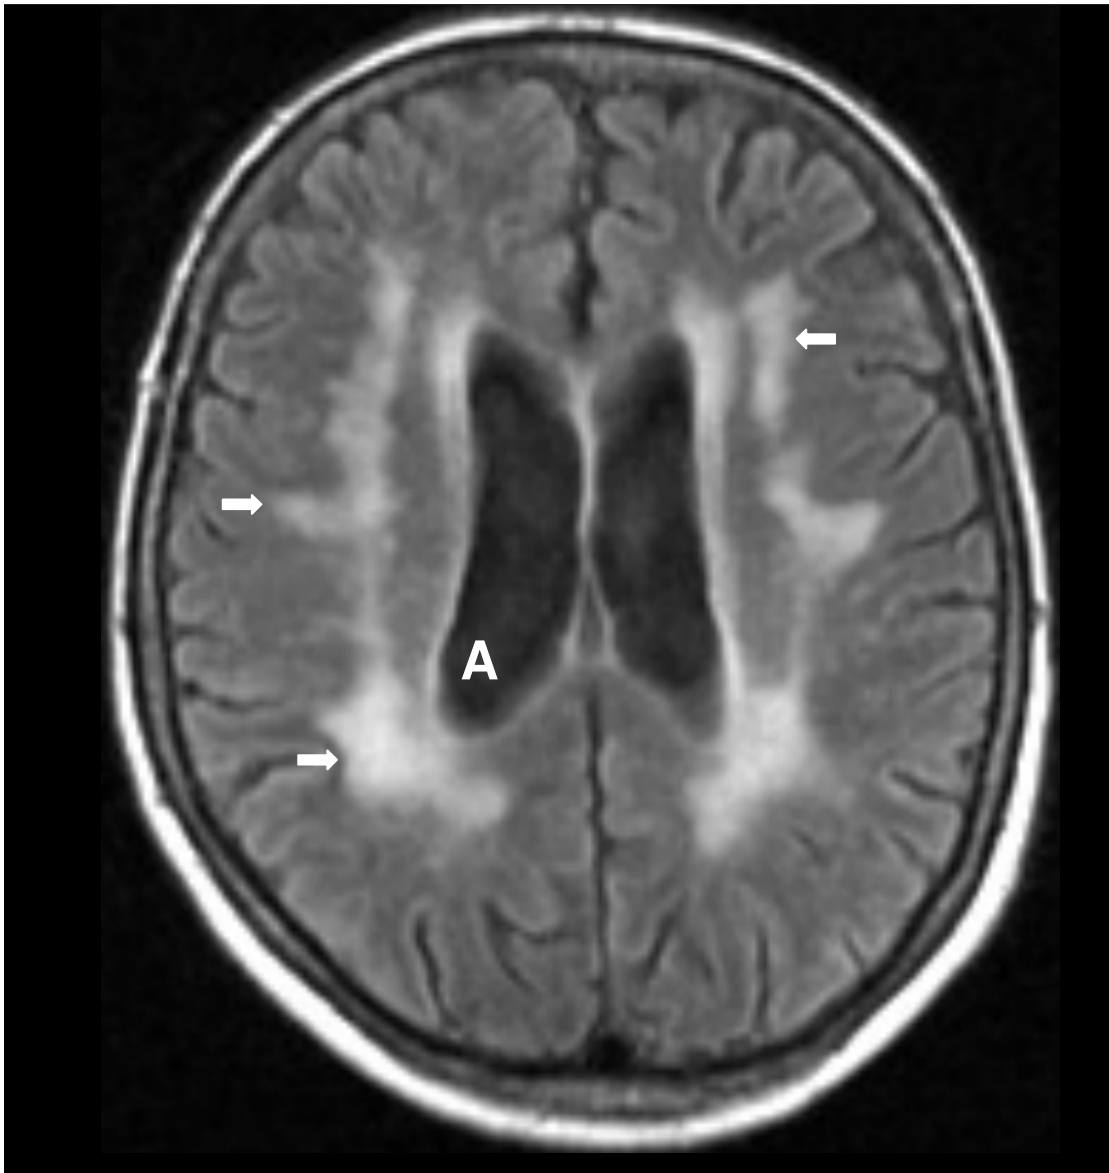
Kraniale MRT-Aufnahme eines DM-2-Patienten (8-11), FLAIR-Sequenz, mit schwergradigen, konfluierenden Marklagerläsionen (Pfeile) und generalisierter, mittelgradiger Hirnatrophie (A)
